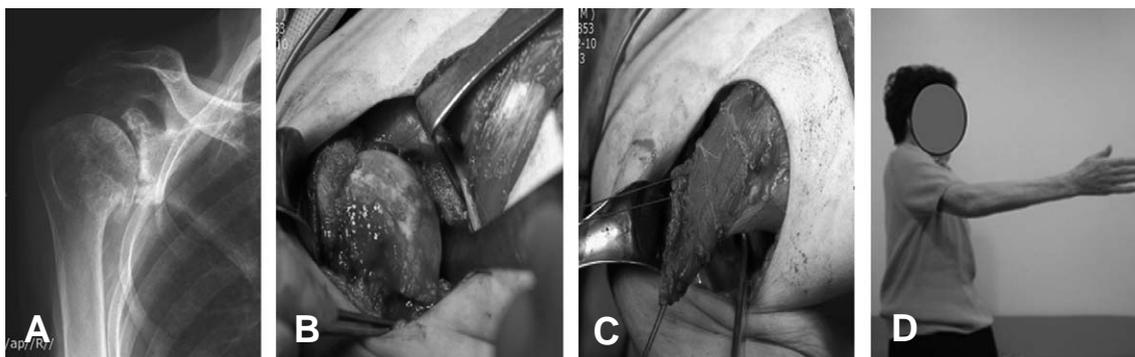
(A) Preoperative radiograph showing glenohumeral arthritis. (B) Intraoperative findings shows cartilage defect. (C) Pectoralis major muscle was dissected and transferred to glenoid labrum. (D) After 12 month, active flexion 90 degrees are possible.
